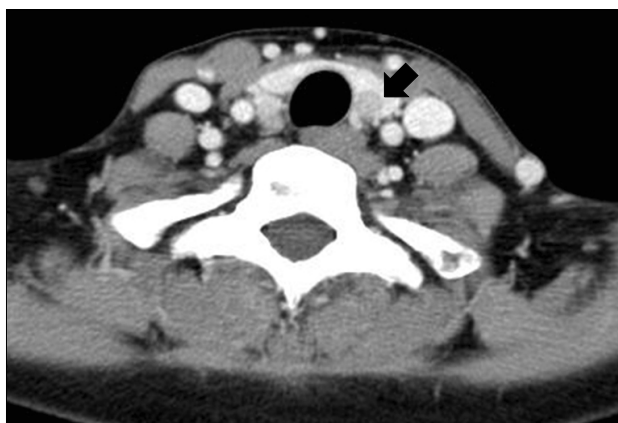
Neck CT: Low density nodular lesion in posterior portion left thyroid gland (arrow).
